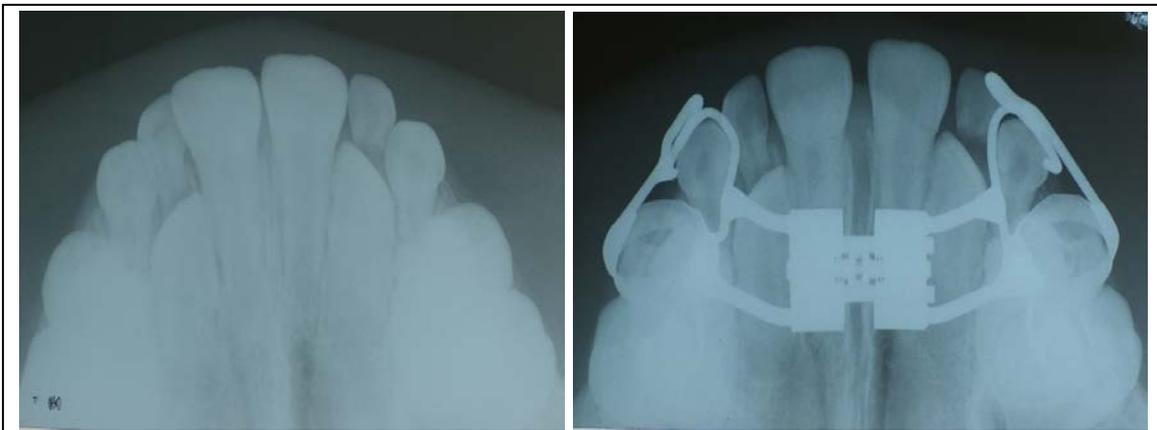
Radiografia oclusal antes e após expansão da maxila
